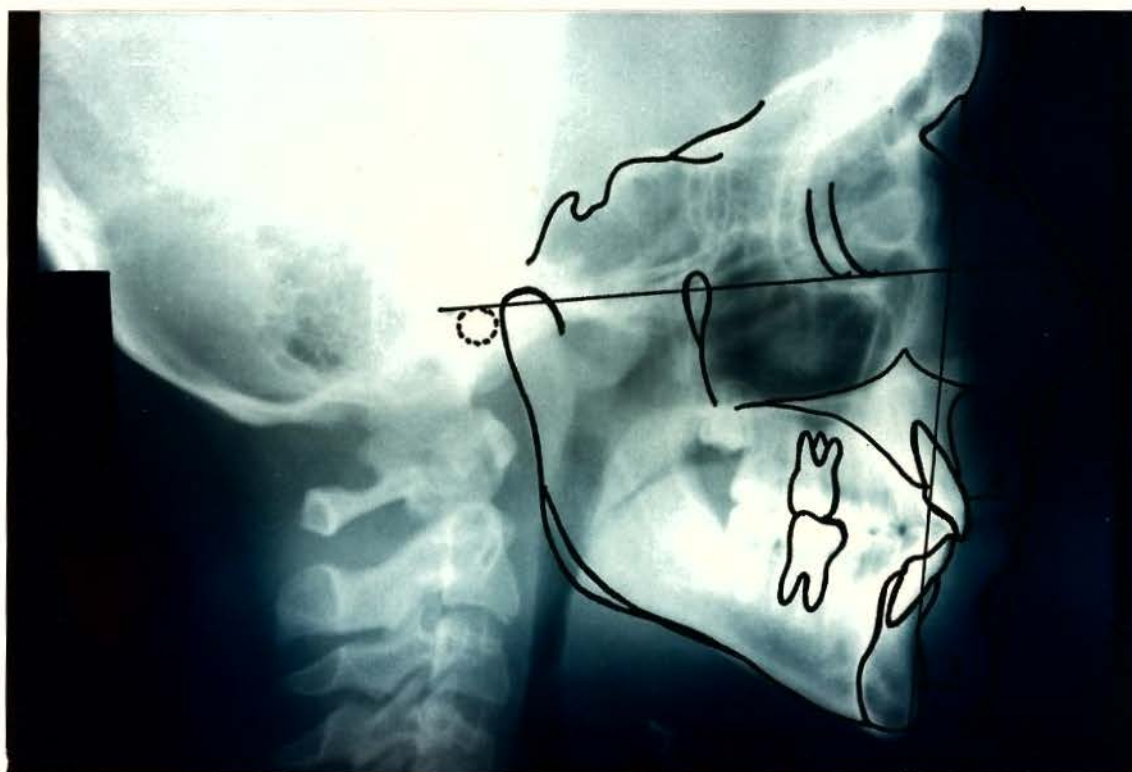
Fotografia da telerradiografia e cefalograma de "oclusão normal" ilustrando as grandezas lineares e a angular consideradas neste estudo. 1. Espessura do Queixo Total ( $P' - NB$ ). 2. Espessura do Lábio Superior ( $Is - Ls$ ). 3. Ângulo Z.
